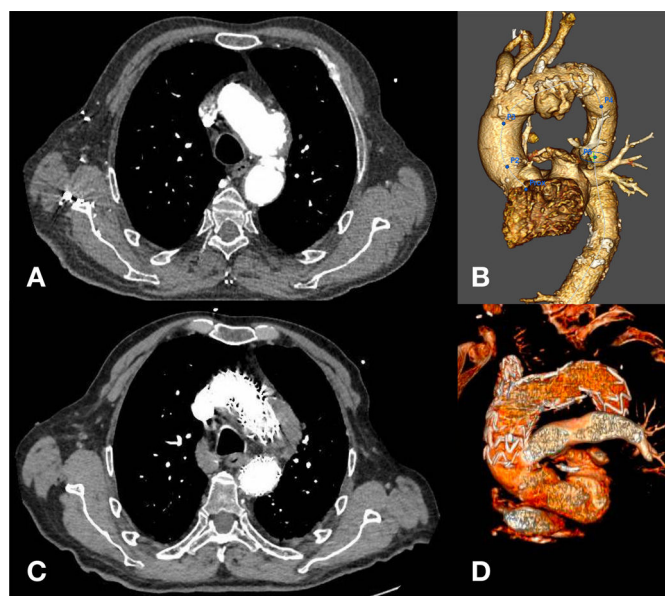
A,B) Corte de TC y reconstrucción preoperatoria. C,D) Corte de TC y reconstrucción postoperatoria.
